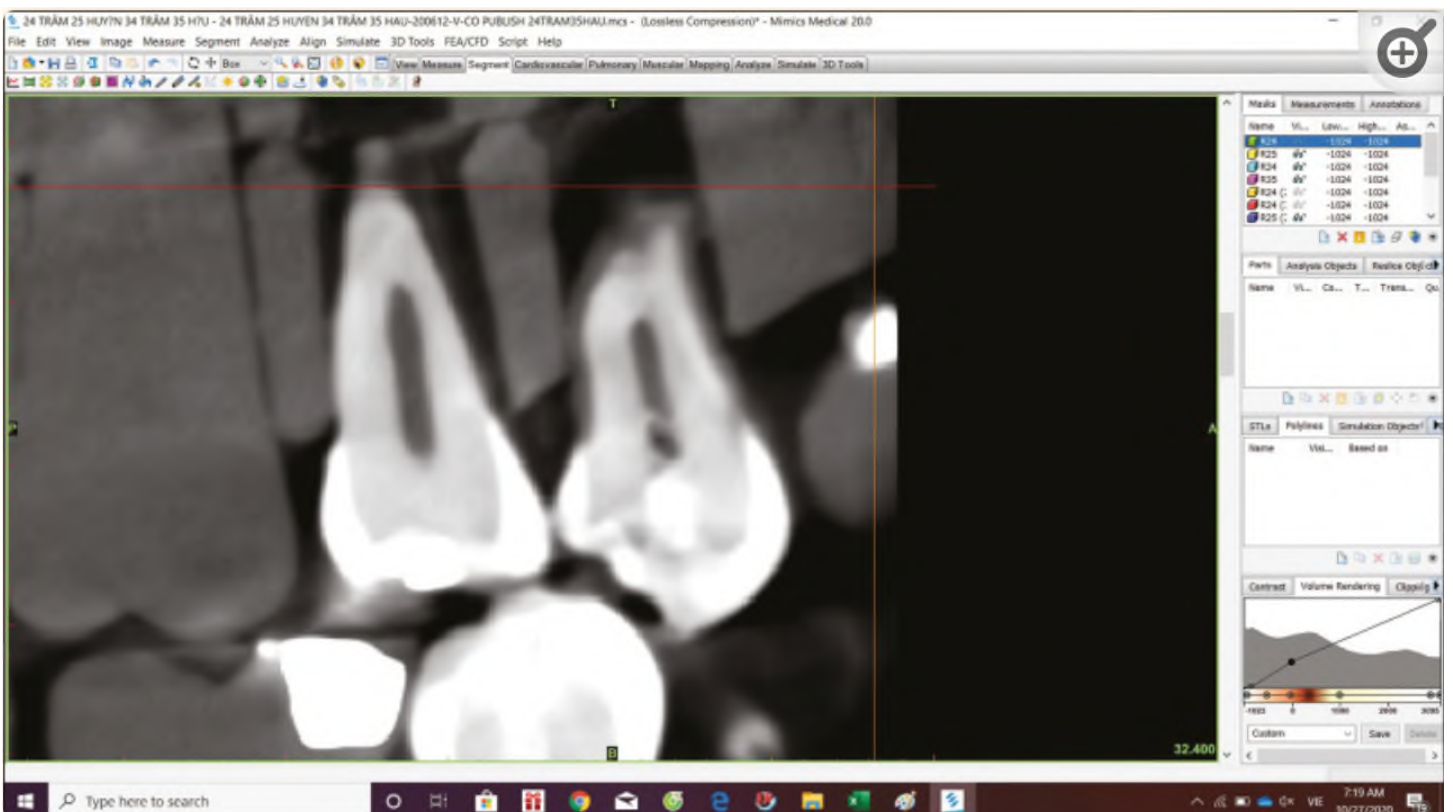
formation d'un pont de dentine tertiaire sur une image CBCT après coiffage pulpaire à la Biodentine (85)
